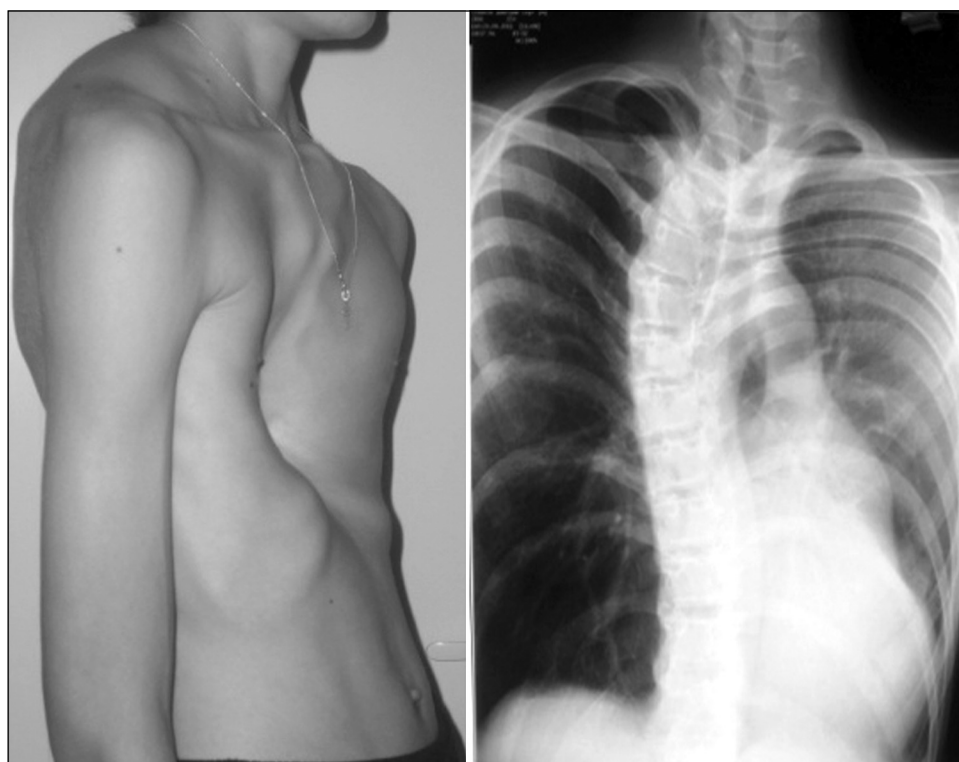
Рентгенограмма 1.
